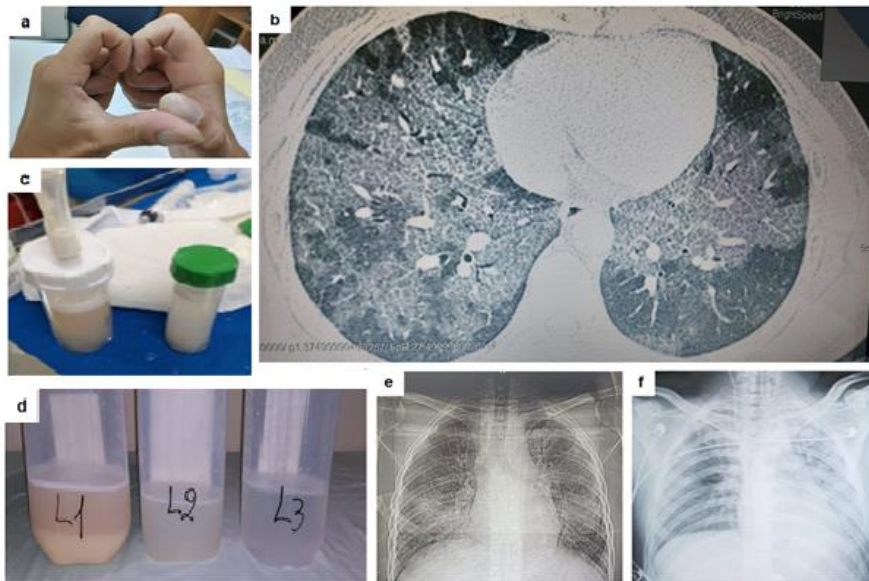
a. Acropaquia y signo de Schamroth (ausencia del espacio con forma de diamante al confrontar las uñas de dedos de la mano); b. TACAR de tórax que muestra opacidades en vidrio esmerilado bilaterales y espesamiento de septos interlobulares (patrón de empedrado o “crazy paving”); c. Aspecto lechoso del lavado broncoalveolar; d. Características secuenciales de muestras de líquido intrapulmonar obtenido posterior a infusión de alícuotas de suero fisiológico, notándose líquido con depósito grumoso y sobrenadante francamente turbio en el primer frasco (L1) que se va aclarando en los siguientes recipientes; e. Radiograma torácico previa a lavado pulmonar que denota opacidades bilaterales a predominio de campos medios; f-Radiografía torácica (UCIA) realizada 2 días después de terapéutica notándose mejoría del pulmón tratado.
